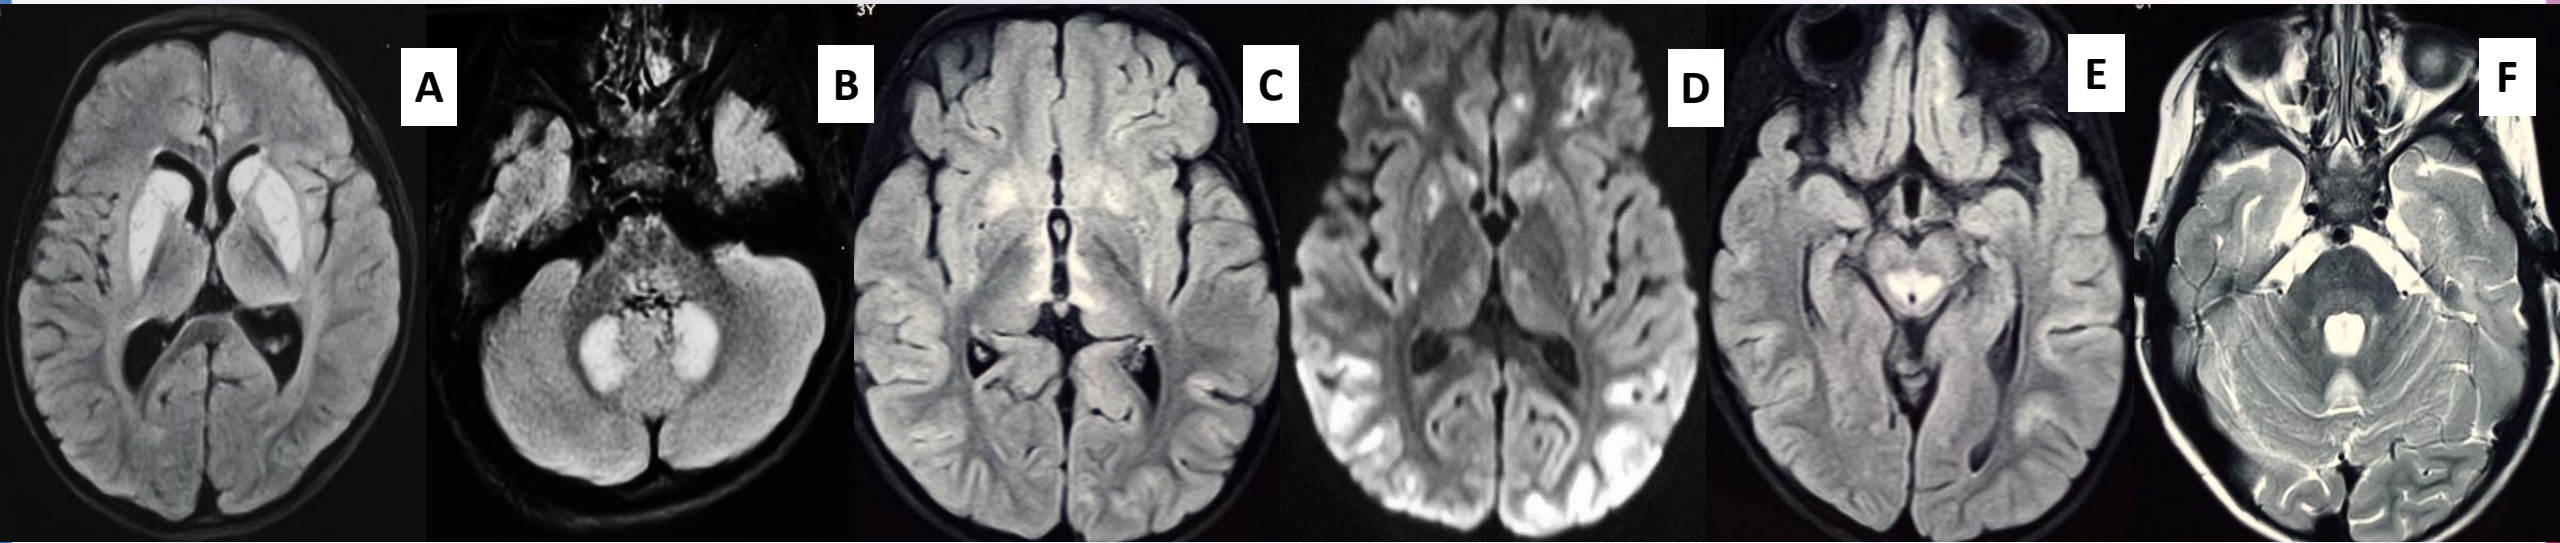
A et B : IRM cérébrale de P2 en coupe axiale séquence T2 FLAIR montrant un aspect de SL avec un hypersignal bistriatal et des noyaux dentelés
